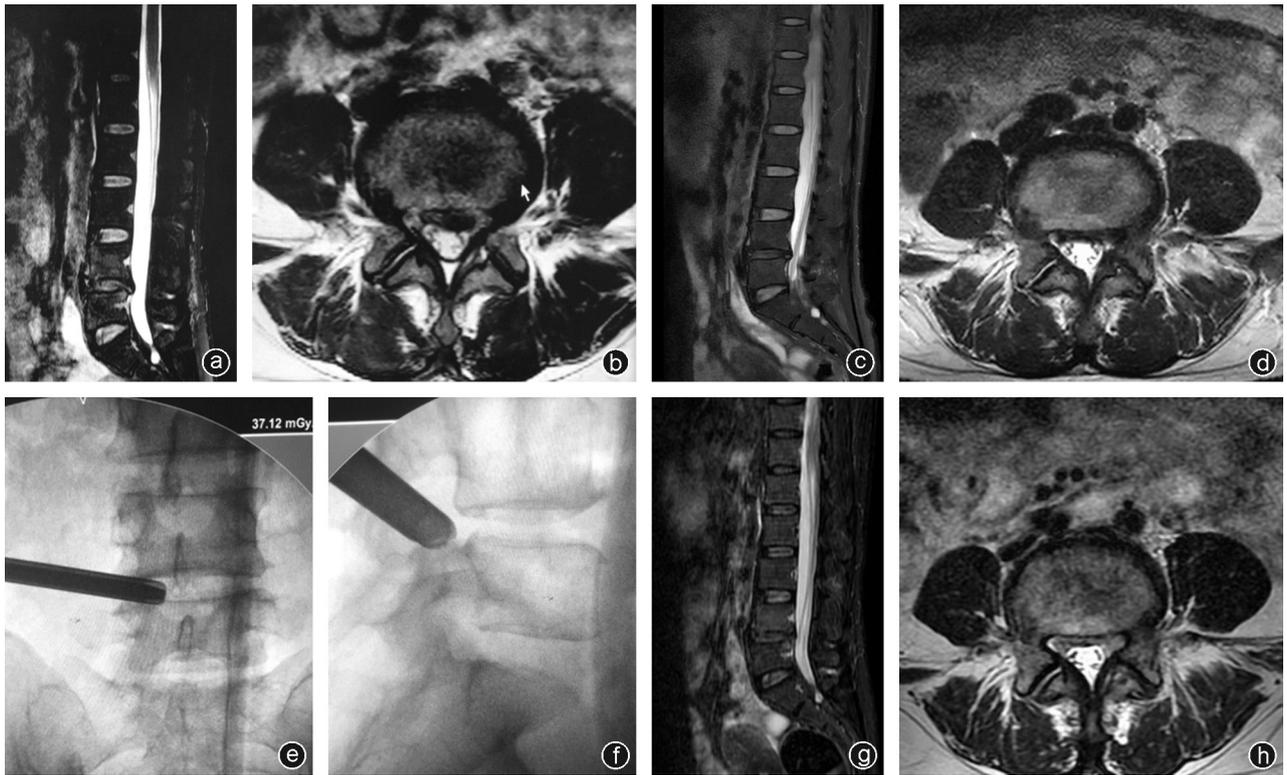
病人,女,50岁,因腰痛伴左下肢牵扯痛麻木3个月入院,行侧路PTED手术治疗,术后半年复发,再次行侧路PTED翻修,术后VAS评分由8分降为1分 a,b:第1次术前腰椎MRI可见L₄₋₅椎间盘突出;c,d:第1次术后复查MRI见椎间盘取出不彻底;e,f:第2次术中置管X线透视正侧位可见置管位置良好;g,h:第2次术后复查MRI提示突出椎间盘清除彻底,神经根充分减压
